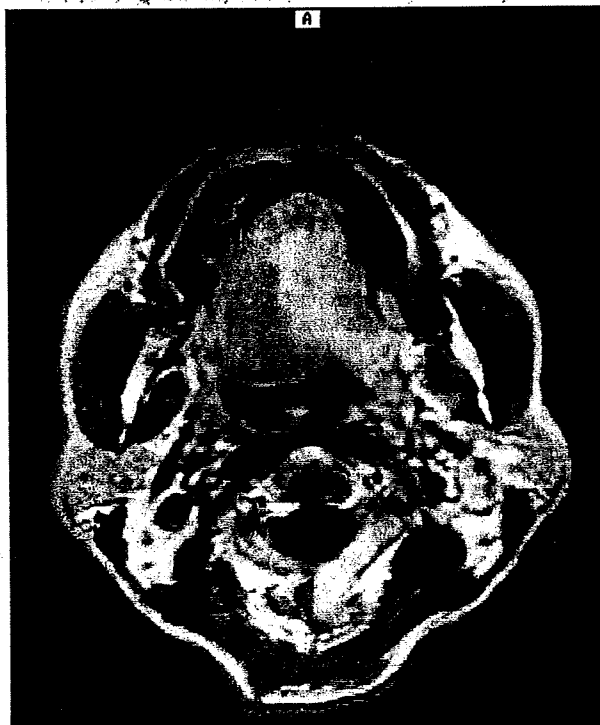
Preoperative magnetic resonance indicated that the tongue cancer had extended beyond the midline of the tongue.
